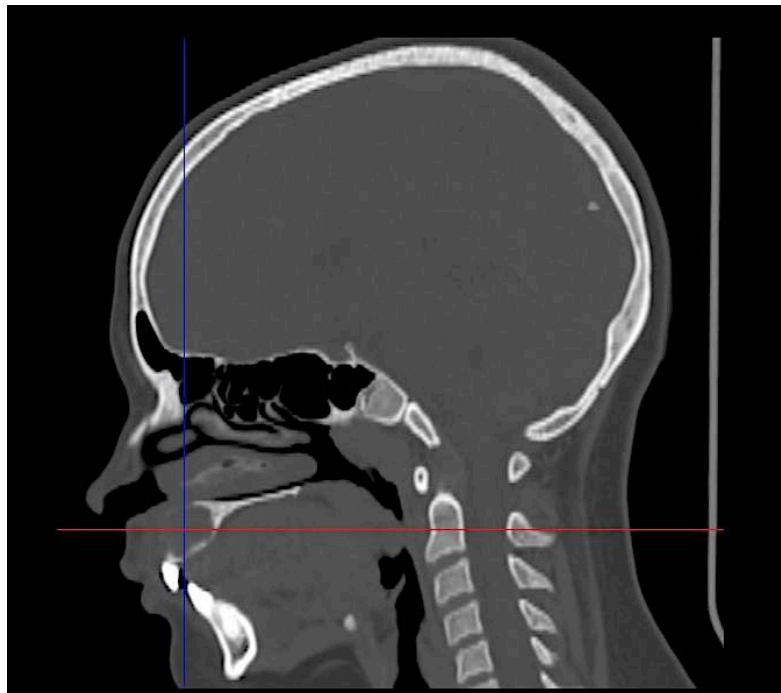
КТ-исследование той же пациентки с ЦГКГ верхней челюсти.
